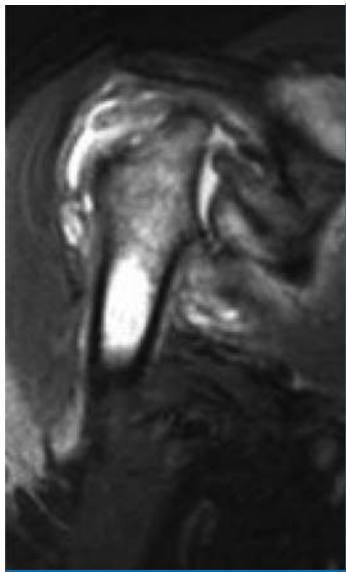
Präoperatives MRT des rechten Schultergelenkes.
